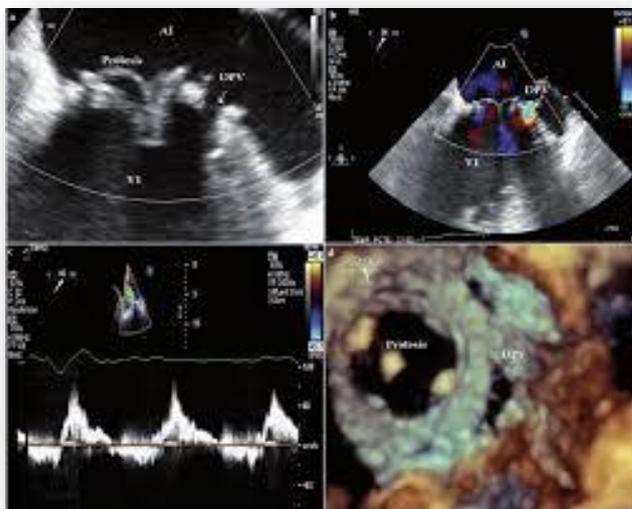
Evaluación inicial por ETE. A-C. Doppler e imágenes bidimensionales que revelan la presencia de DPV. D. Reconstrucción tridimensional que ilustra la forma y la localización de la DPV. Fuente: Unidad de Hemodinámica y Cardiología Intervencionista del Complejo Asistencial Universitario de Salamanca.
